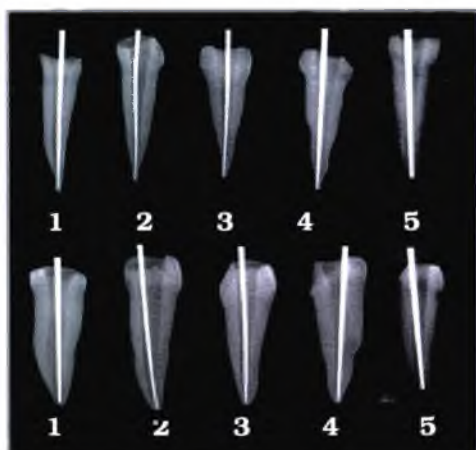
Radiografia com a presença do instrumento endodôntico # 40 no interior do canal radicular (dentes anteriores)
